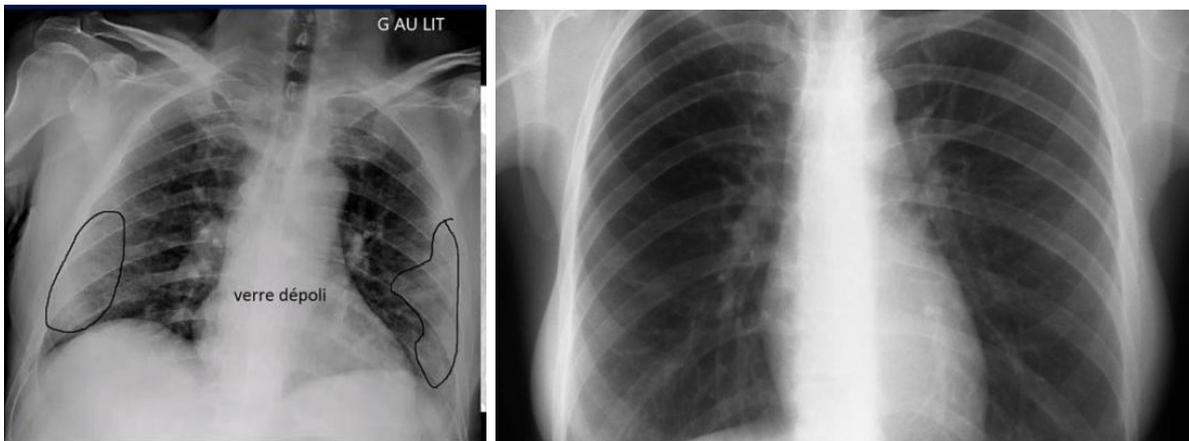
Radiographie du thorax d'un patient positif au COVID-19 à gauche(1) et d'un patient non positif à droite(47)
